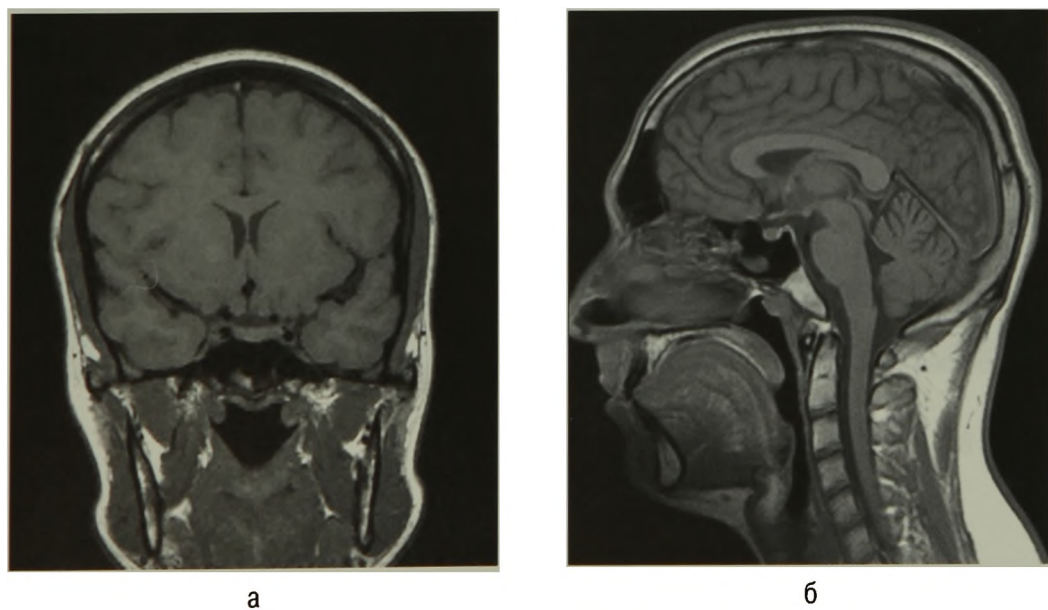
МРТ гипофиза в норме: а – фронтальный срез; б – сагиттальный срез
